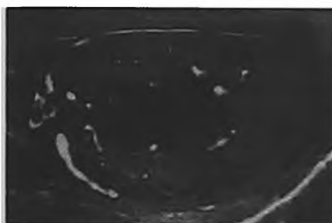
Пациент X., 50 лет. Абсцесс левого яичка. 5-е сутки заболевания. УЗИ мошонки. Продольная проекция. Формирующийся абсцесс верхнего сегмента левого яичка (стрелка). Головка придатка яичка (астериск)
